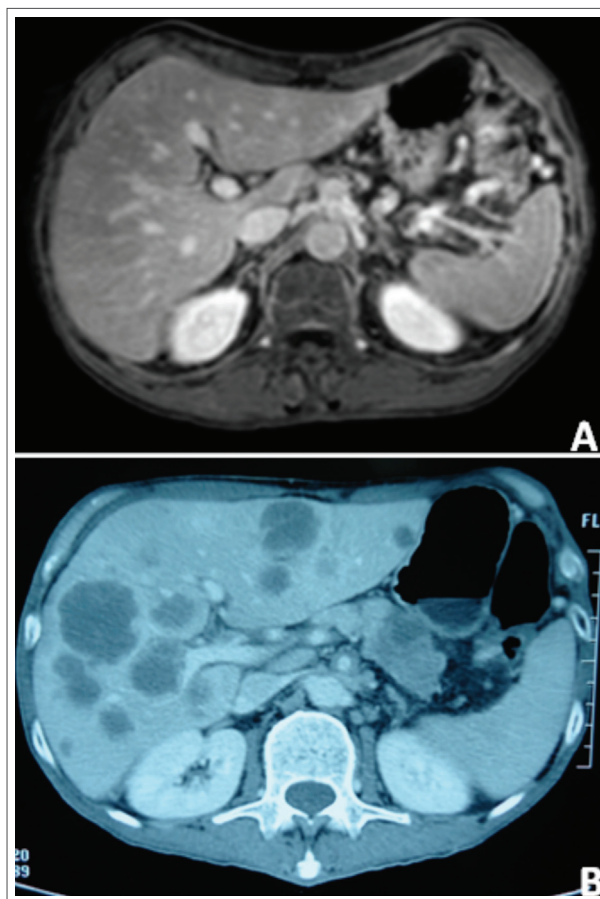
A. Ressonância nuclear magnética na sequência axial T1 SE (com gadolínio) com ausência de metástases hepáticas. B. Tomografia computadorizada de abdome (fase portal) de controle após três meses e quatro dias, evidenciando múltiplos nódulos hepáticos, sendo o maior de 4 cm.
